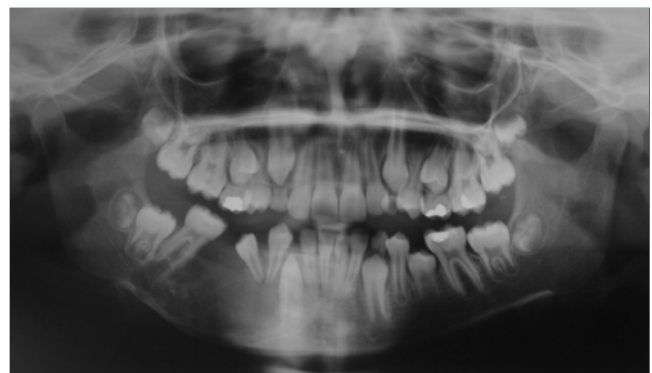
Radiografia panorâmica demonstra diminuição do aspecto multiloculado e radiolúcido da lesão após 12 meses do início do tratamento.
